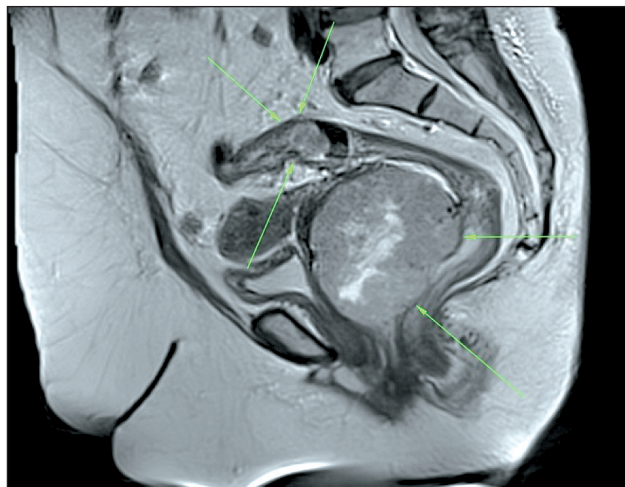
МР-томограмма больной Б. в сагиттальной проекции. Визуализируется опухоль (2 стрелки) в проекции задней стенки влагалища. В просвете сигмовидной кишки определяется второе новообразование (3 стрелки)
